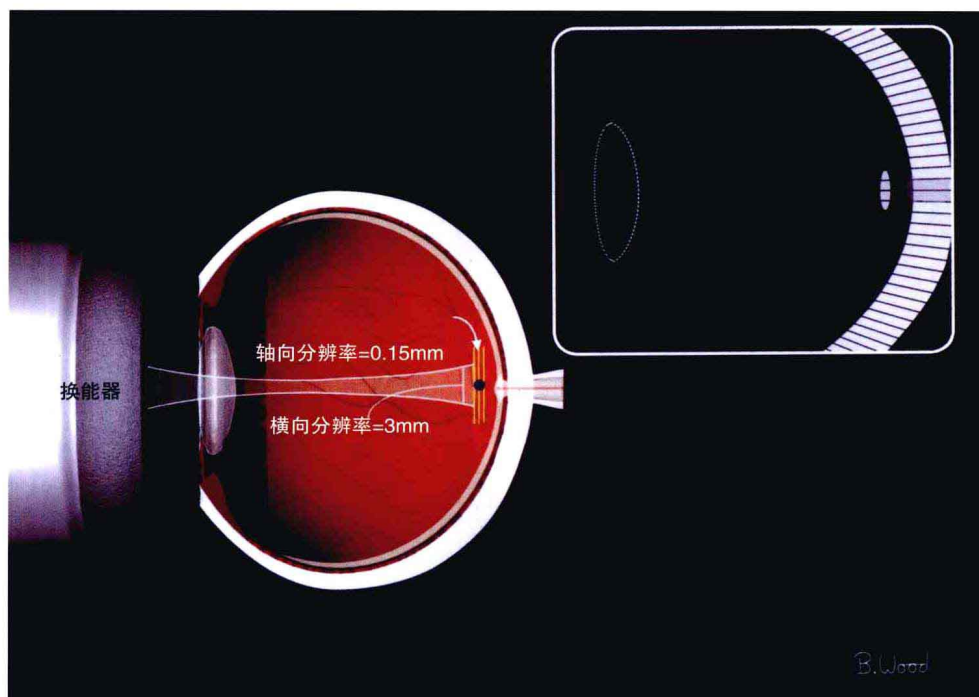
10MHz超声的轴向分辨率比横向分辨率高10倍
